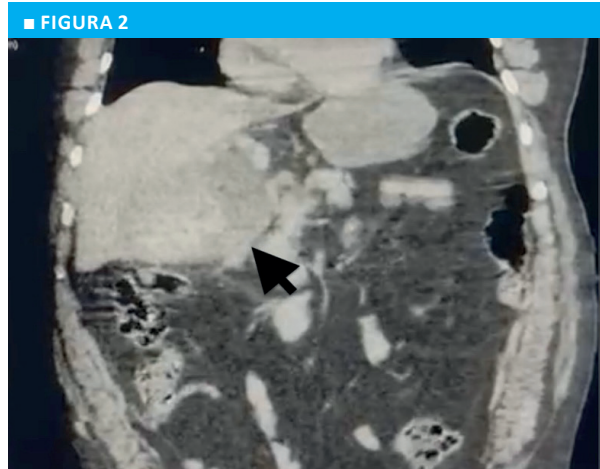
Computed tomography scan showing enlarged gallbladder with pericholecystic fluid of heterogeneous density
